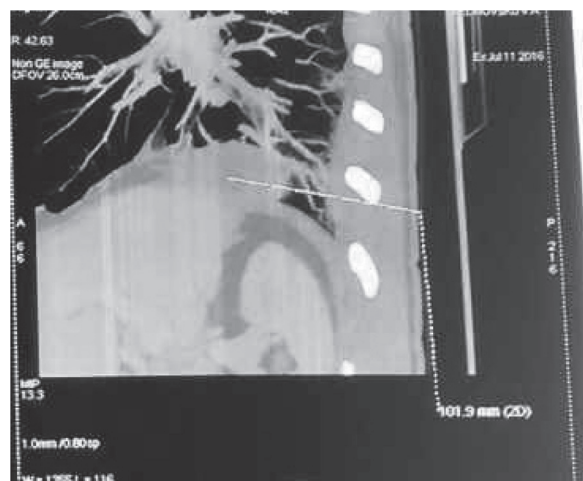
КТ органів грудної порожнини (ОГП) хворого Б. на початку захворювання.
